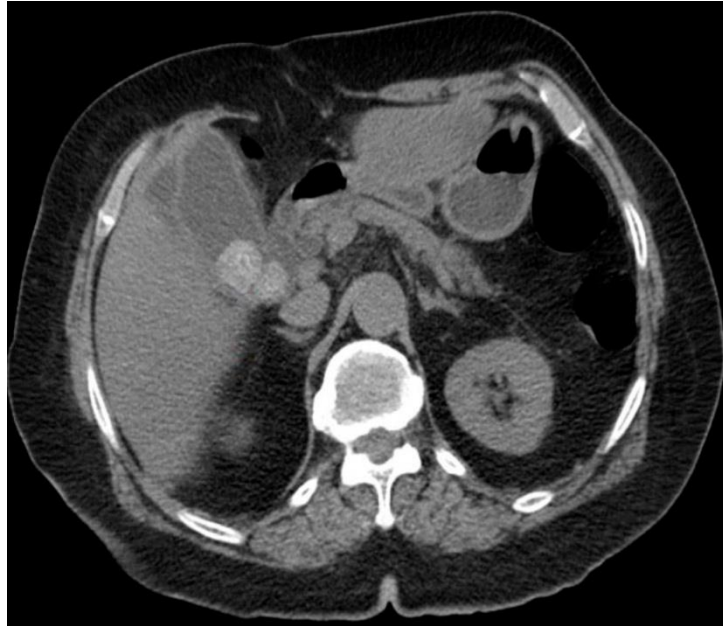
КТ. Острый холецистопанкреатит.
